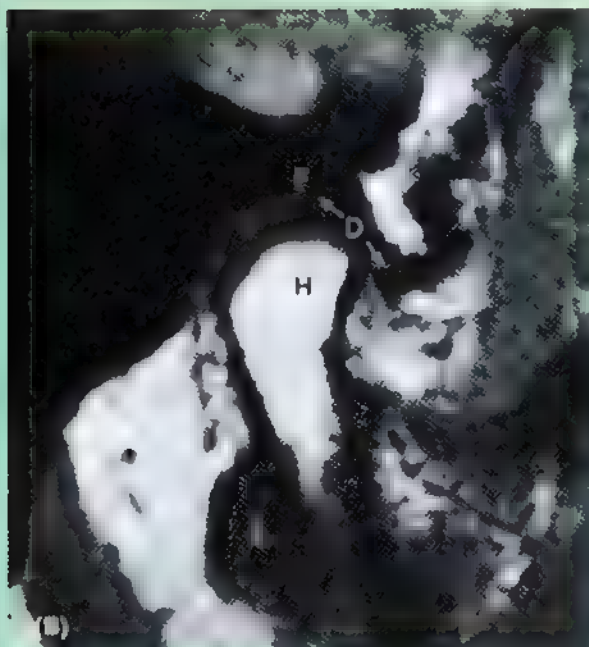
(Continuación). B. RM sagital de la ATM con la boca cerrada. Nótese la posición del disco articular (D) en relación con la cabeza de la mandíbula (H) y la fosa mandibular (F) del hueso temporal (Cortesía del Dr W Kucharczyk, Director de Centro de Imagen Diagnóstica, Universidad de Toronto y Director Clínico de Centro Tri-hospitalario de Resonancia, Toronto, Ontario, Canadá.)
